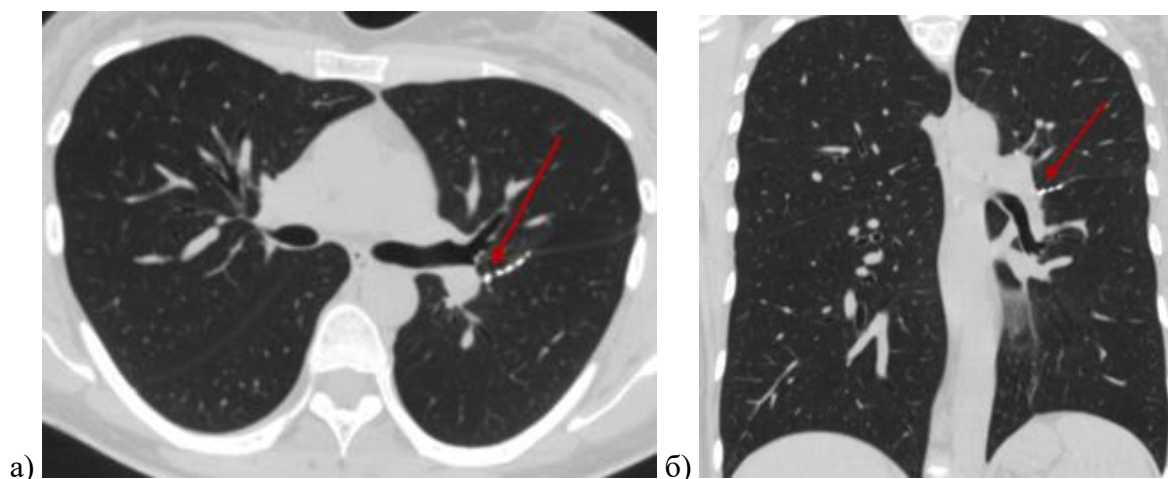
Пациентка Б. 31 года - динамический контроль через 6 лет после хирургического лечения: МСКТ ОГК – а) аксиальный срез (стрелкой указана область резекции); б) фронтальный срез (стрелкой указана область резекции)
